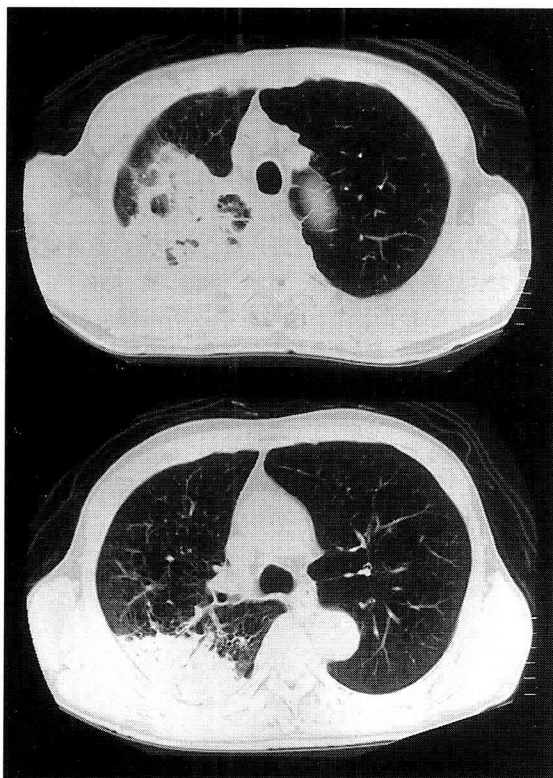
Chest CT scan just after insertion of a chest tube (May 9, 2003) shows consolidation in the upper lobe of the right lung.
